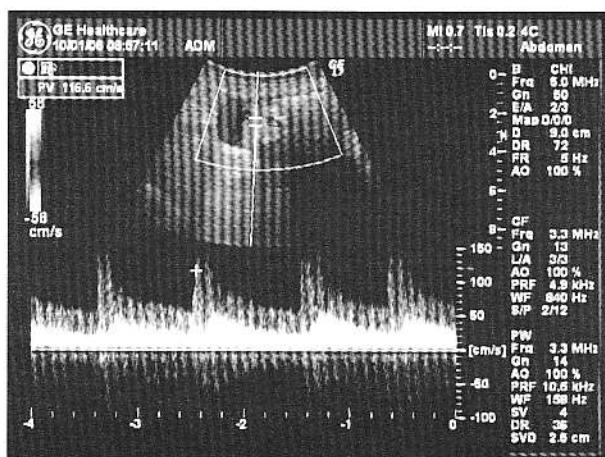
Examinare Doppler spectral la nivelul jumătății stângi a anevrismului.
